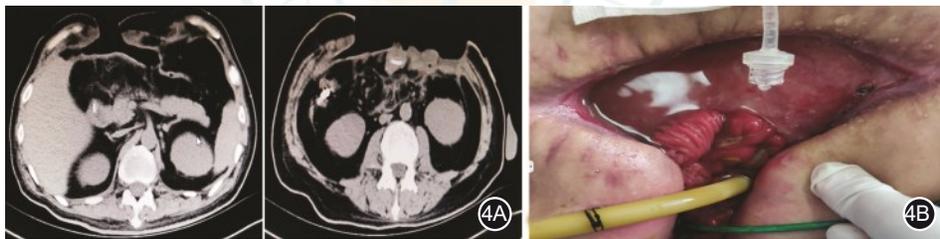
入院后4周恢复情况 4A.腹部CT,提示腹腔创面形成薄层被膜,被膜下腹腔无感染;4B.入院后6周腹腔创面,肉芽组织同创面腹壁边缘相连,将肠瘘区同腹腔隔离
